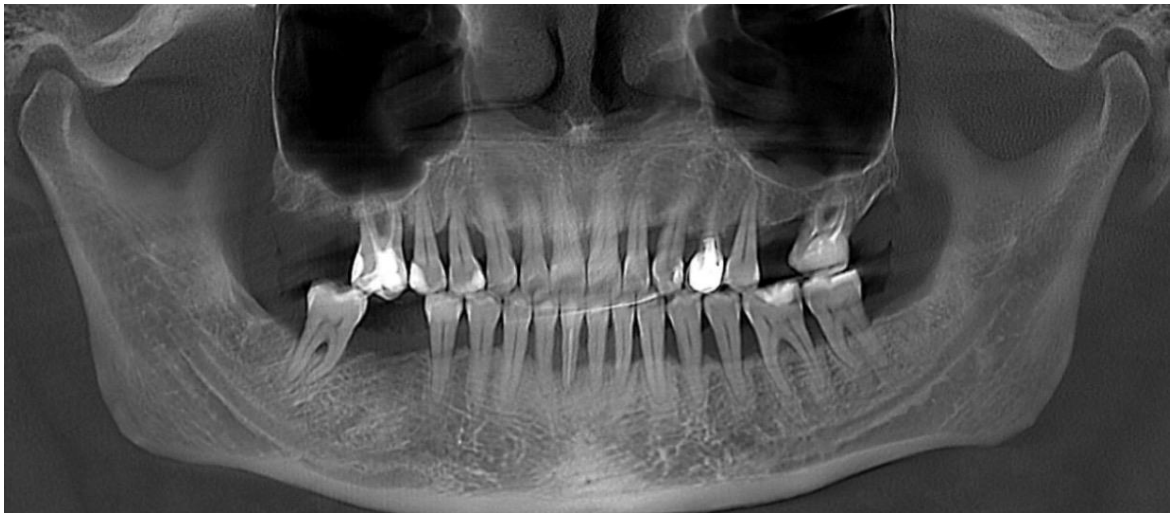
Ортопантомограмма до ортодонтической интрузии
